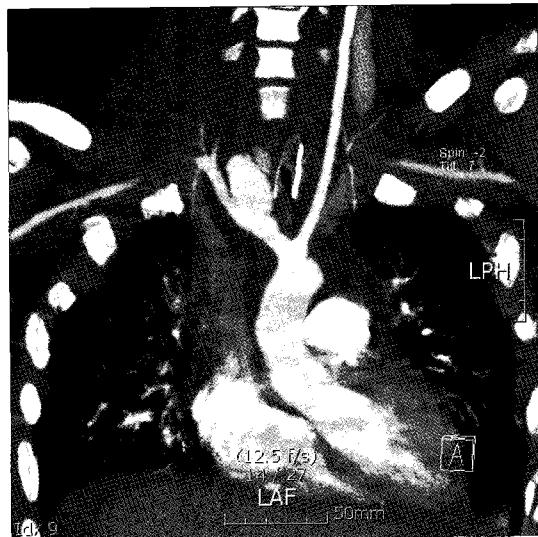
Computed tomogram shows a pseudoaneurysm at the innominate artery.
